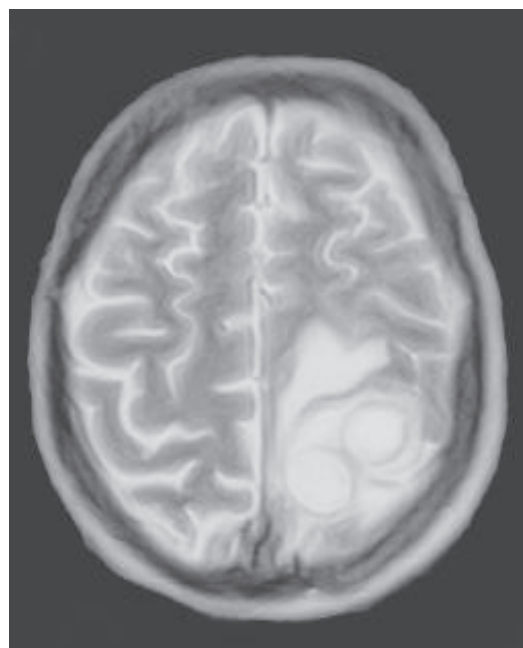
Магнитно-резонансная томограмма
